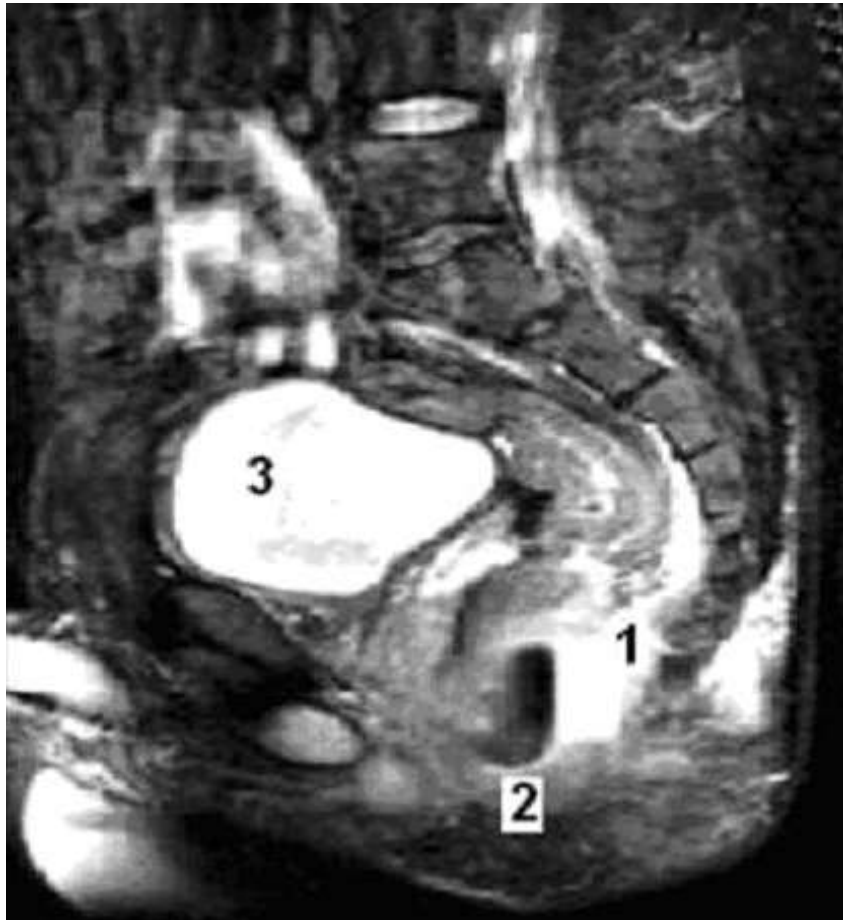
Магнітно–резонансна томографія з контрастним підсиленням прямої кишки. Глибокий гострий ішіоректальний парапроктит. Хворий К., 51 рік, карта стаціонарного хворого № 284710 (1 – порожнина гнійника; 2 – первинний гнійний хід; 3 – сечовий міхур, вказано цифрами).
